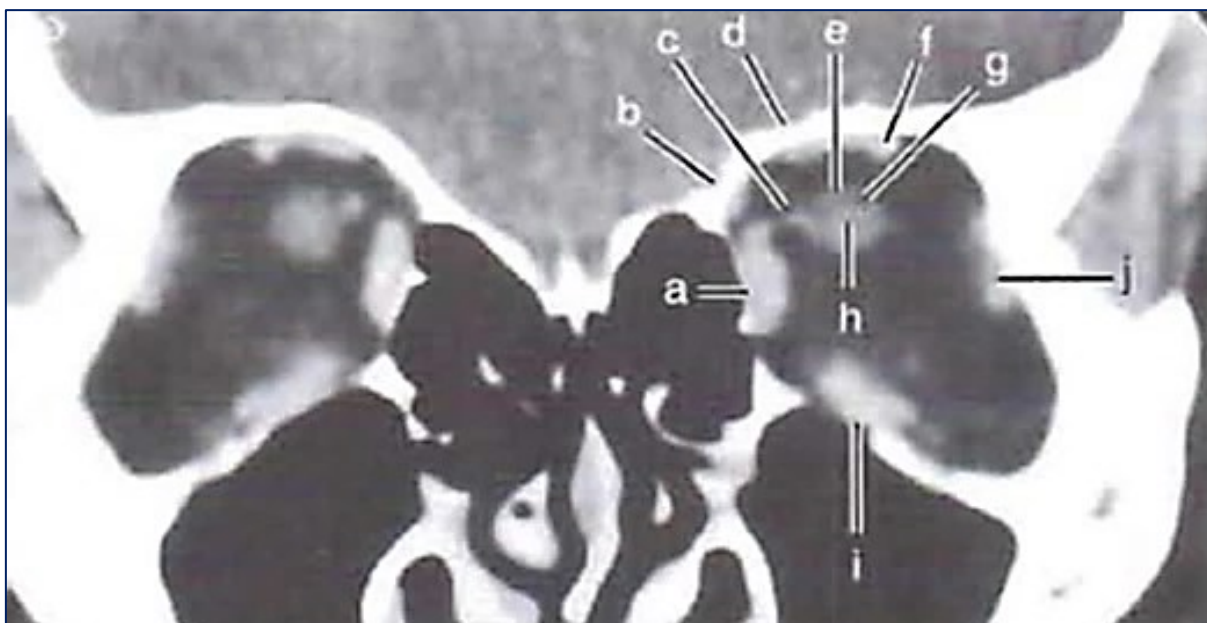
Tomografia de órbita - corte coronal: (a) Reto medial, (c) complexo superior, (h) nervo óptico, (i) reto inferior, (j) reto lateral. Fonte: Haaga Jr³⁶.
